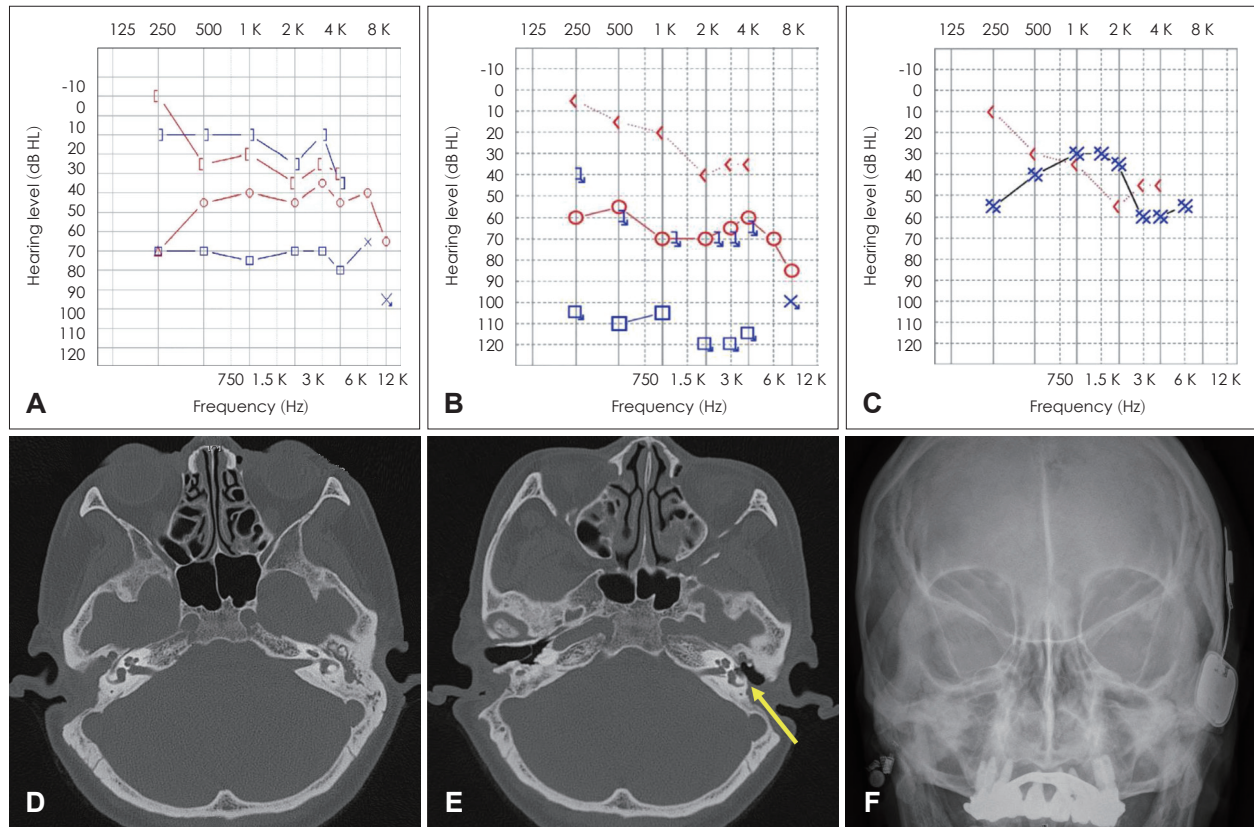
73 years old patient description. A and D: Pre-operative hearing and temporal bone CT scan. Patients showed mixed hearing loss in both side and chronic otitis media. B and E: Post-operative, pre-implant hearing and temporal bone CT scan. Patients showed profound hearing loss and lateral semicircular canal damage (arrow). C and F: Post-implant hearing and skull X-ray. Osia®2 (Cochlear) was located right position.
